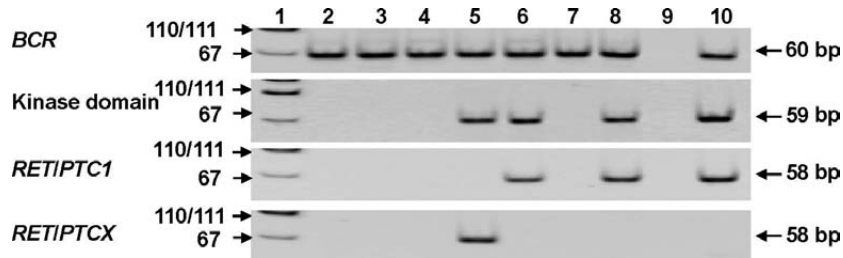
原爆被爆者の甲状腺乳頭がんにおける *RET/PTC* 再配列の発現。レーン 2-8 は原爆被爆者の甲状腺乳頭がん試料より抽出した RNA の RT-PCR 産物を示す。レーン 2、3、4、および 7 は *RET* TK 領域の発現が検出されなかった。レーン 5 は新規 *RET/PTC* (*RET/PTCX*) 再配列、レーン 6 および 8 は *RET/PTC1*、レーン 9 は H<sub>2</sub>O (ネガティブコントロール)、レーン 10 は *RET/PTC1* を有する細胞株 TPC1。レーン 1 は DNA サイズマーカーである pUC19 の *MspI* 消化産物。
